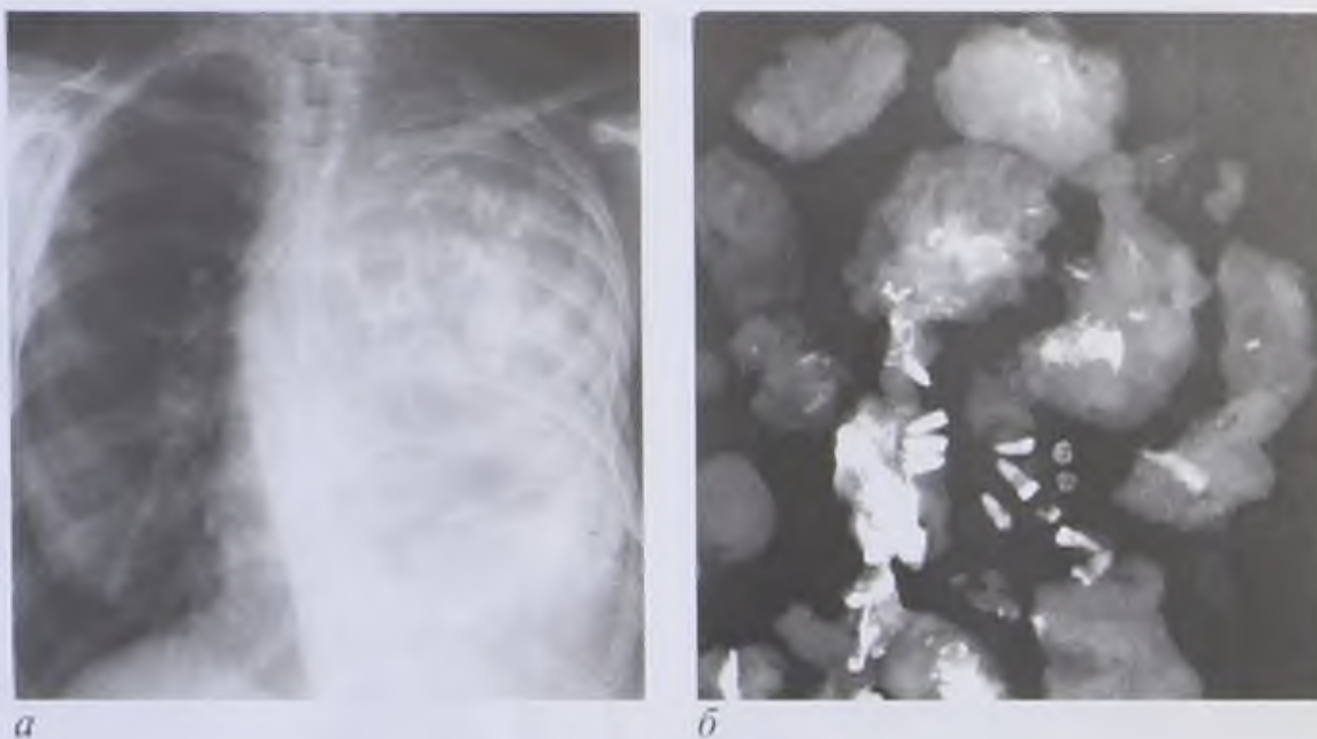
Рентгенограмма груди в прямой проекции (а) и рентгенограмма удаленного образования (б). Тератома средостения
